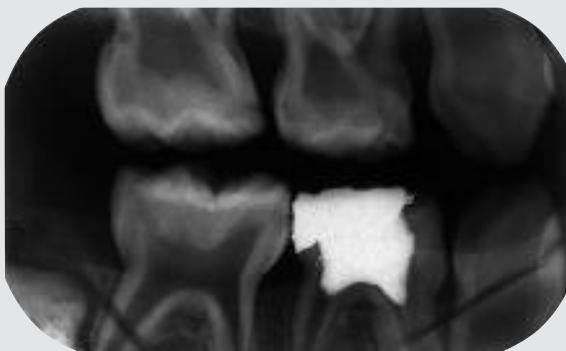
Patient nr. 2. Bitewing-optagelse af patienten som fireårig. Bemærk de meget store pulpahuler og pulpahorn, der strækker sig mod emalje-dentin-grænsen.
